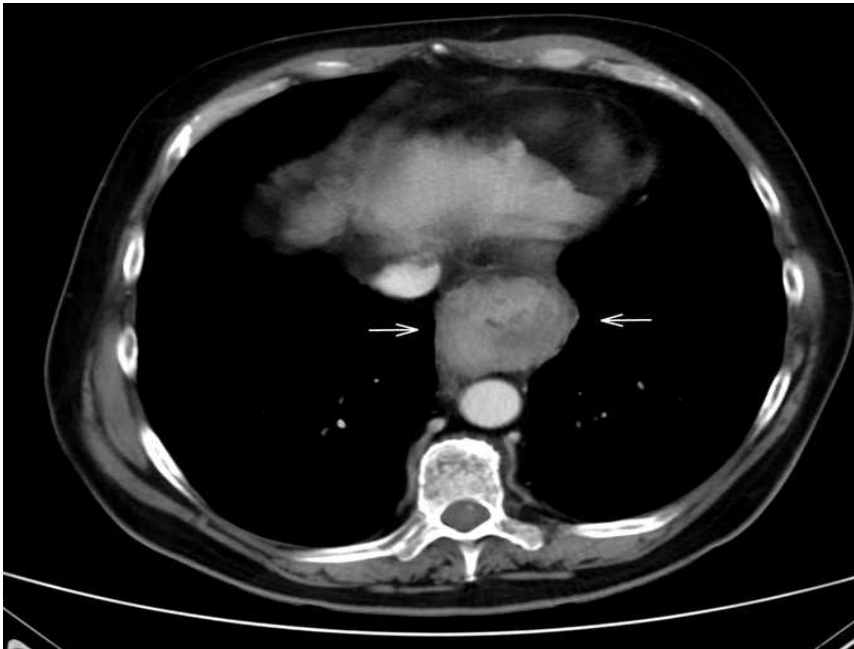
Paciente de 71 años que refiere disfagia a sólidos y líquidos de dos meses de evolución. Actualmente intolerancia oral y caquexia, con pérdida ponderal de hasta 7 kg en el último mes y medio. En la TC se aprecia marcado engrosamiento parietal del esófago distal, de aproximadamente 10 cm de extensión craneocaudal, con progresión hacia el cardias y afectación de la pared gástrica.
